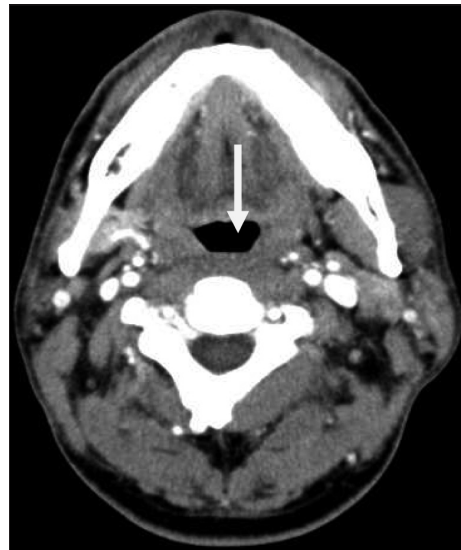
Axial computed tomography scan shows resolution of retropharyngeal space at the level of C2 (white arrow).
